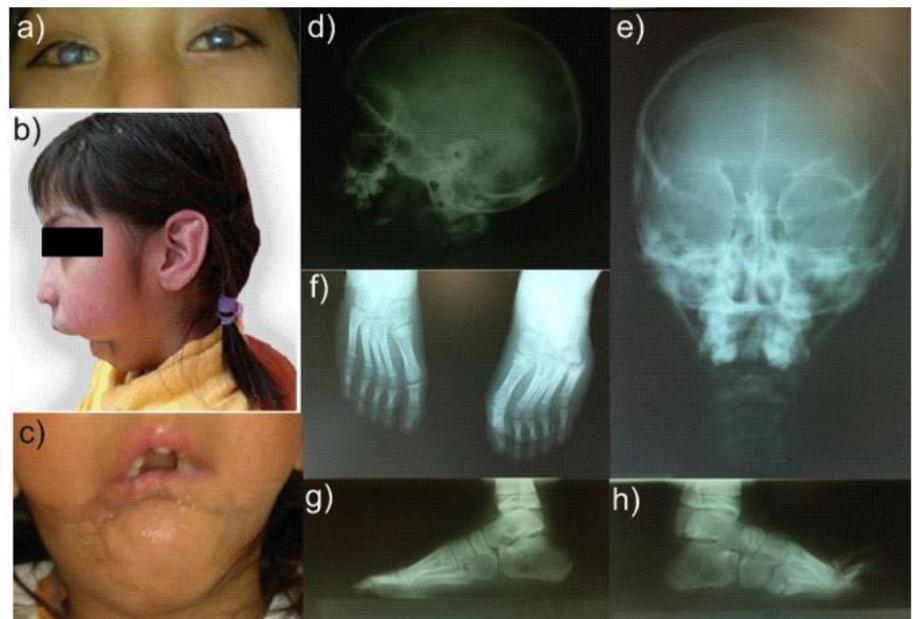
a) Opacidad corneal, b) vista frontal y c) lateral de la paciente. Radiografías d) lateral de cráneo y e) anteroposterior. Radiografías f) de ambos pies, g) pie izquierdo y h) pie derecho, se observa posición inadecuada de las estructuras óseas, debido a fracturas no tratadas.
